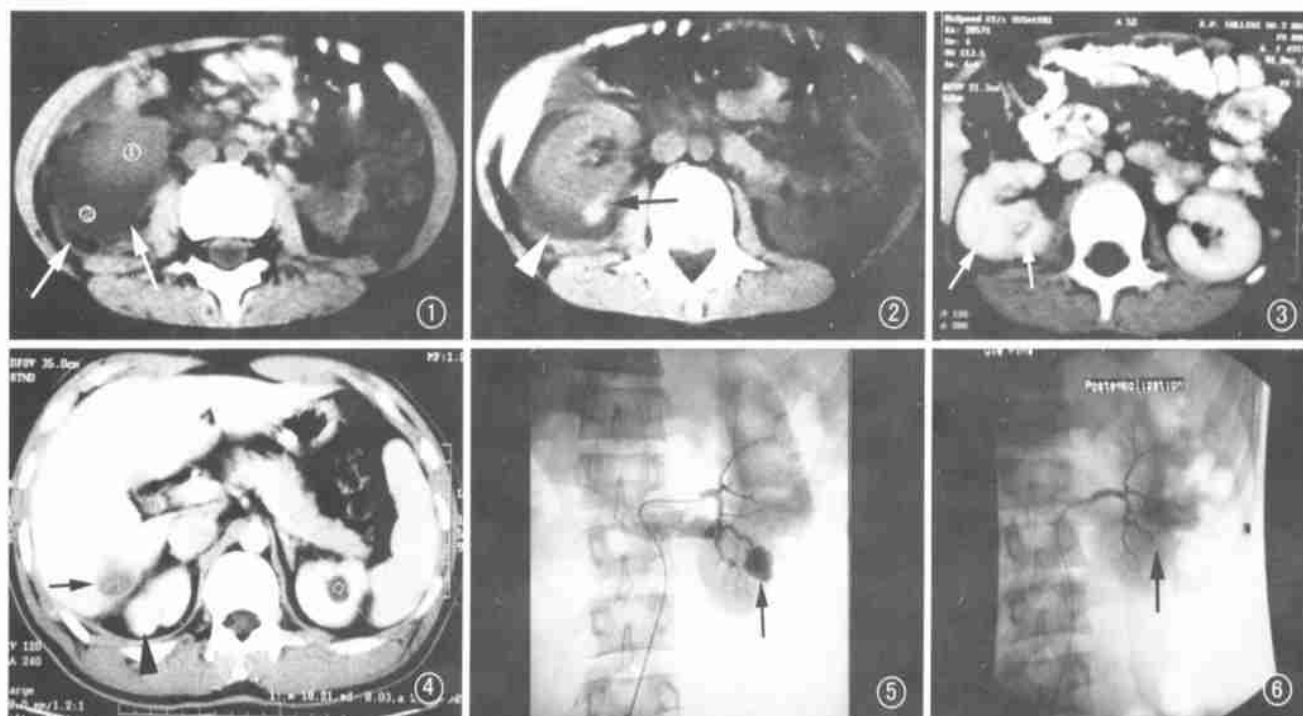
右肾损伤CT平扫右肾包膜下血肿,右肾影较对侧增大,肾内侧部可见节段性梗死灶(箭)。图2 右肾包膜下血肿(箭头),肾周可见片状出血灶(箭)。图3 右肾损伤CT增强后肾内碎片无明显强化说明该处无血供(箭)。图4 右肾损伤增强扫描见肝右后叶下段肝包膜下血肿其内无强化(箭),右肾挫伤部位内可见有强化说明有血供存在(箭头)。图5 左肾下极损伤,栓塞前肾动脉造影,左肾下极动脉分支对比剂外溢,破裂处见对比剂成团(箭)。图6 栓塞后造影,对比剂外溢停止(箭),出血动脉已完全闭塞,主干尚存。
